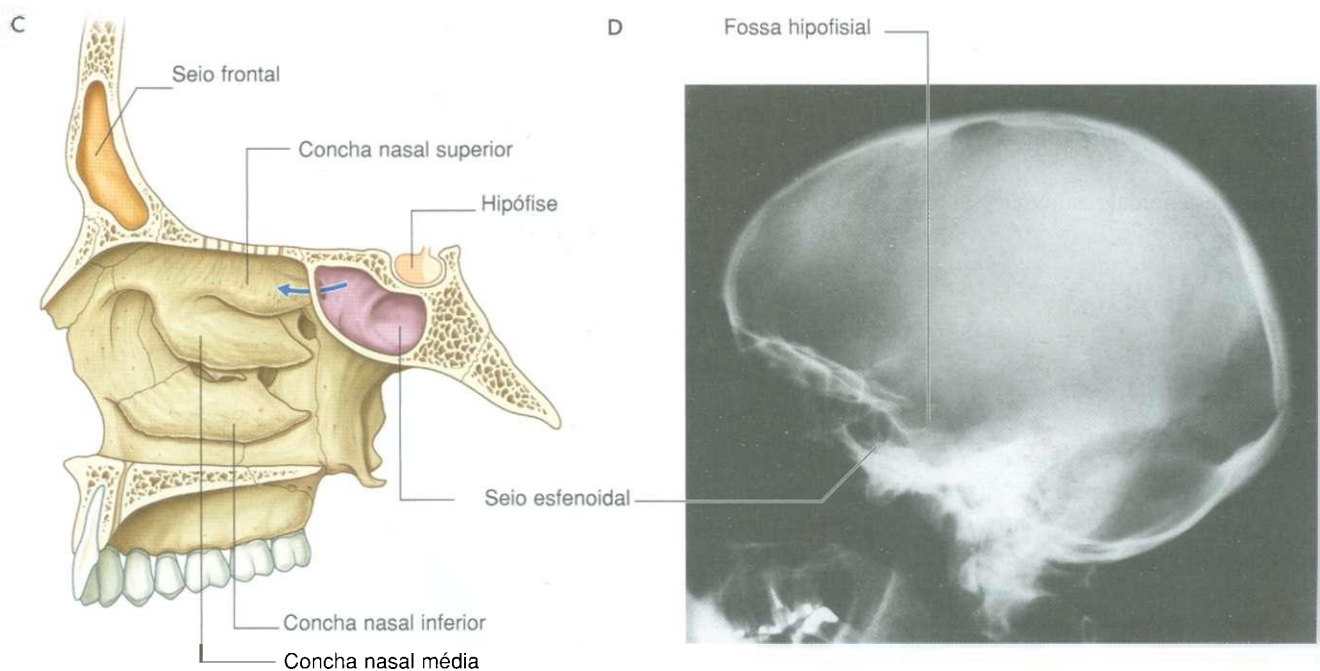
cont. Seios paranasais. C. Vista paramediana da cavidade nasal direita. D. Radiografia do crânio em perfil.
